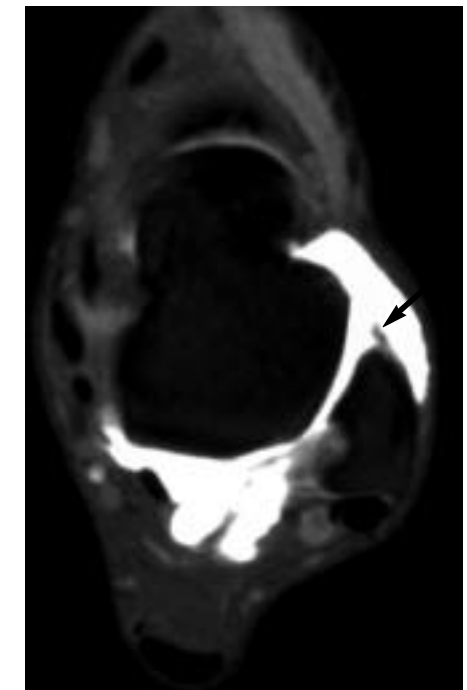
Rotura crónica del LPAA en un jugador de baloncesto con inestabilidad crónica de larga evolución. Imagen axial de RM artrografía que muestra una practica ausencia del LPAA, observándose únicamente un pequeño resto ligamentoso en la inserción peronea.
